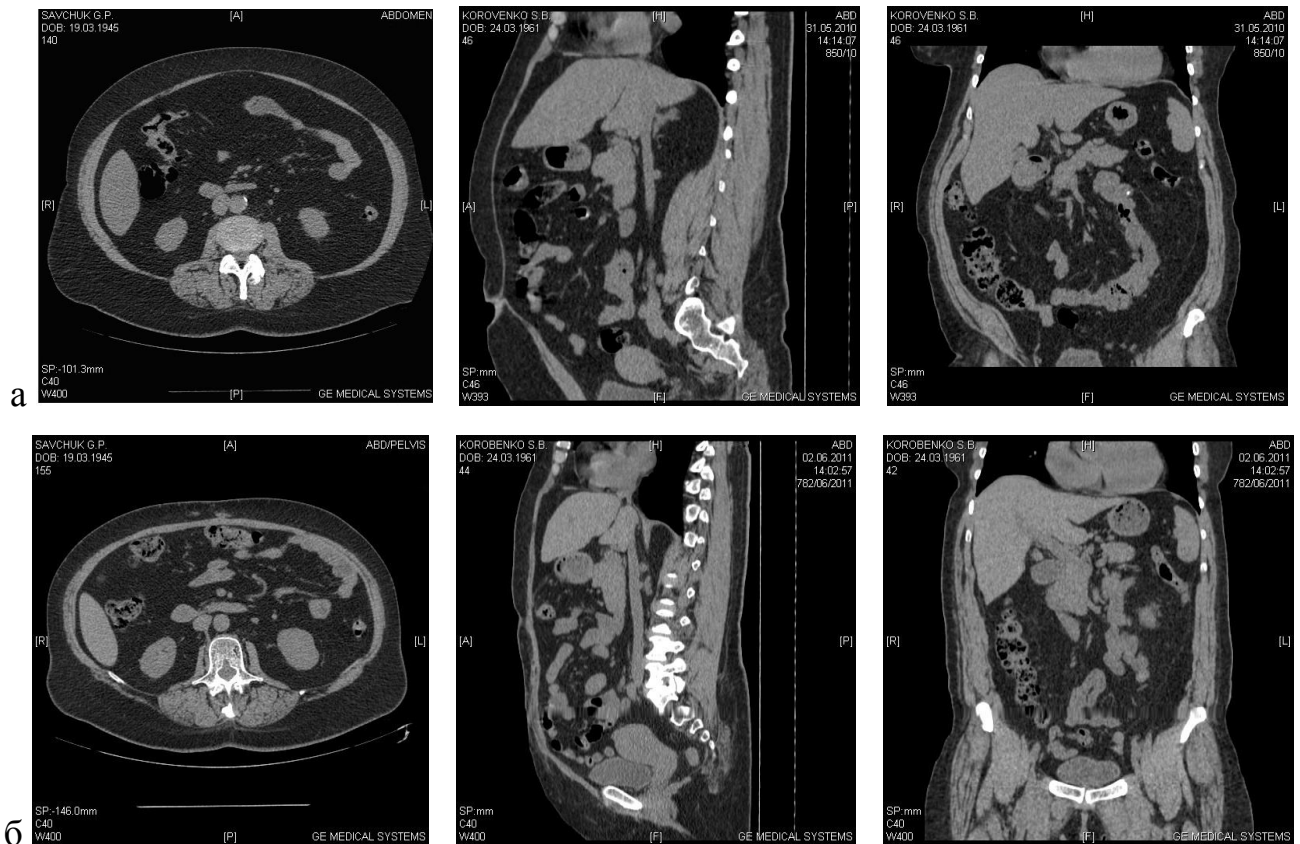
Пацієнтка К., результати КТ: а – до операції; б – через 1,5 роки після операції.
